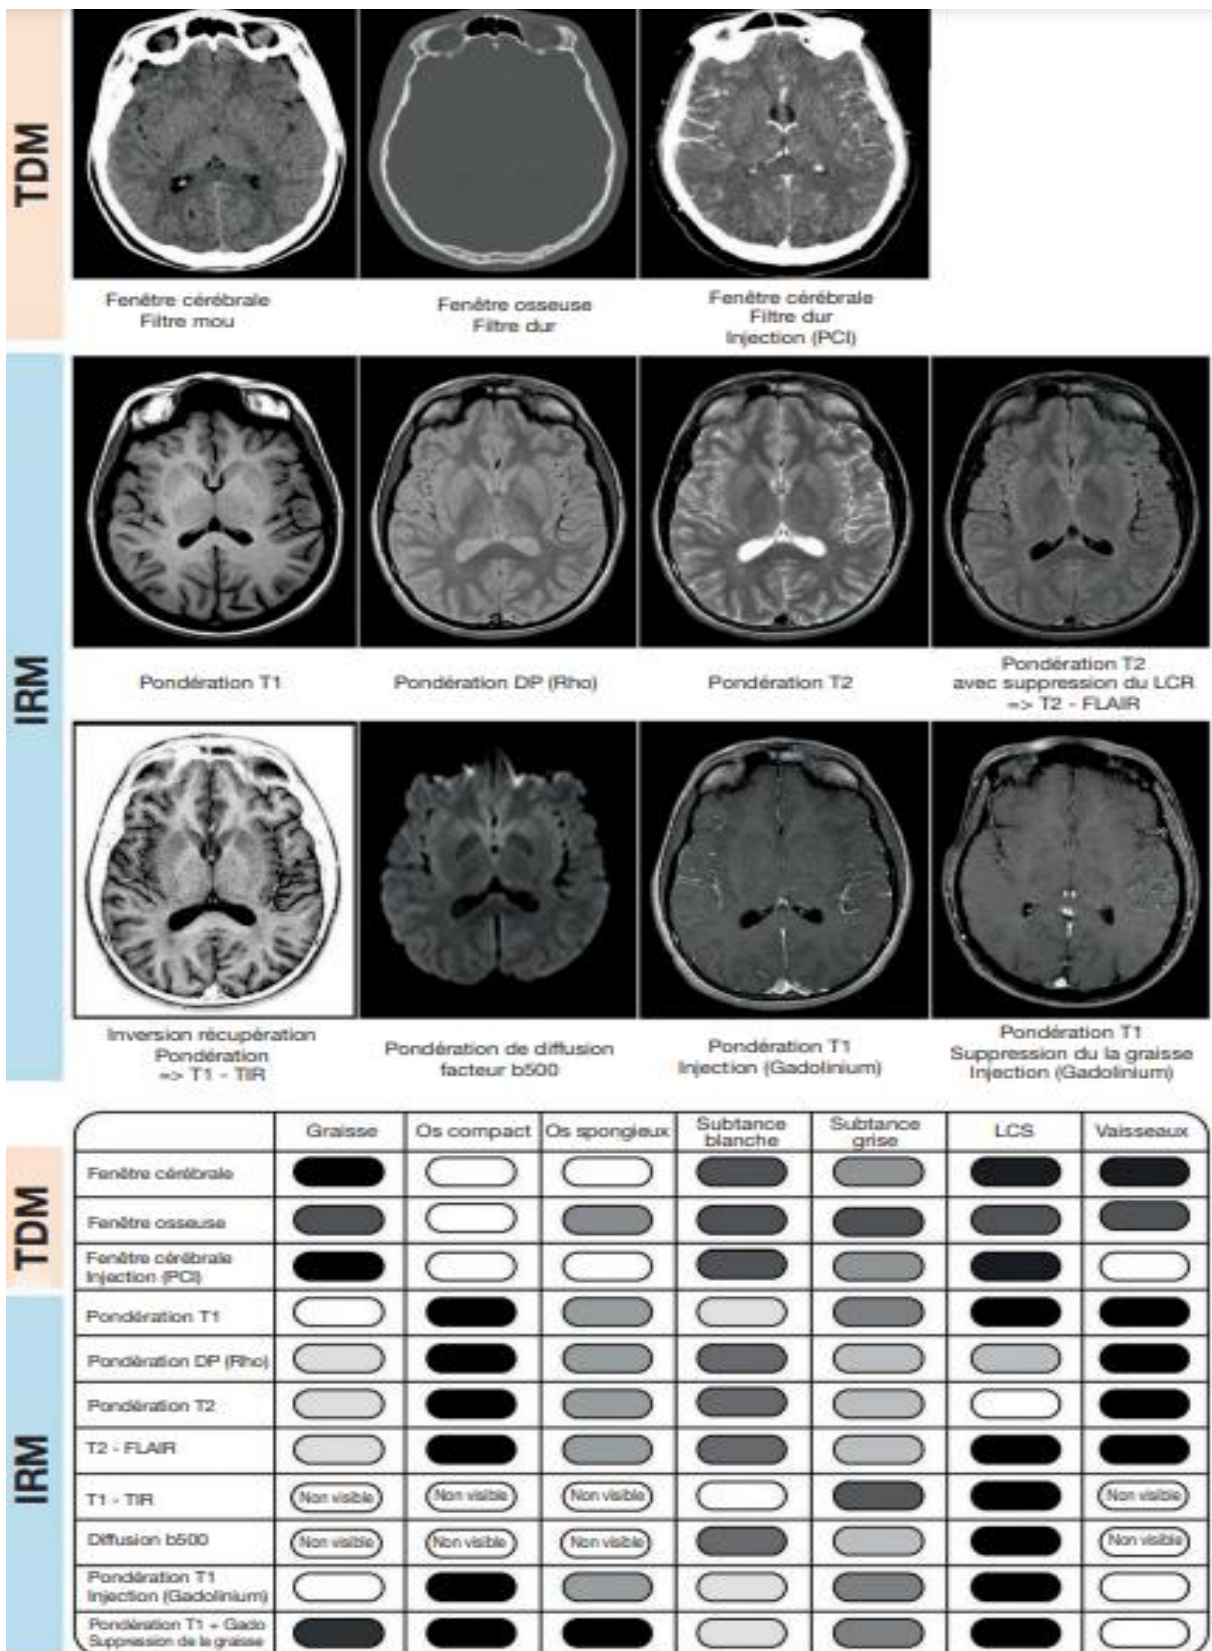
Les contrastes associés aux explorations TDM et IRM[9]
